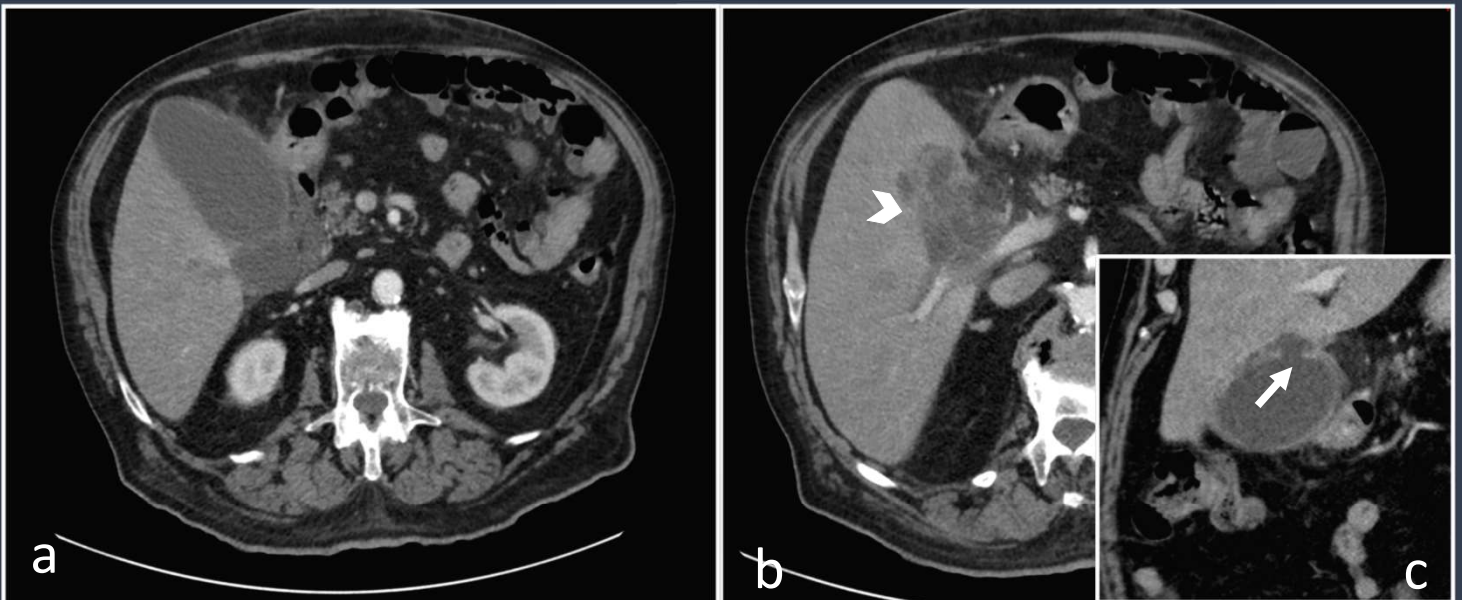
TC Abdominal. (a) Control 72 horas posteriores ante buena evolución analítica, pero persistencia de masa abdominal palpable en HCD que muestra mayor distensión vesicular con engrosamiento parietal difuso. (b) Corte axial y coronal (c) que demuestra presencia de colección heterogénea multiseptada, contenida en la pared vesicular (punta de flecha) en continuación un defecto de continuidad parietal (flecha), hallazgo sugestivo de absceso mural subseroso
